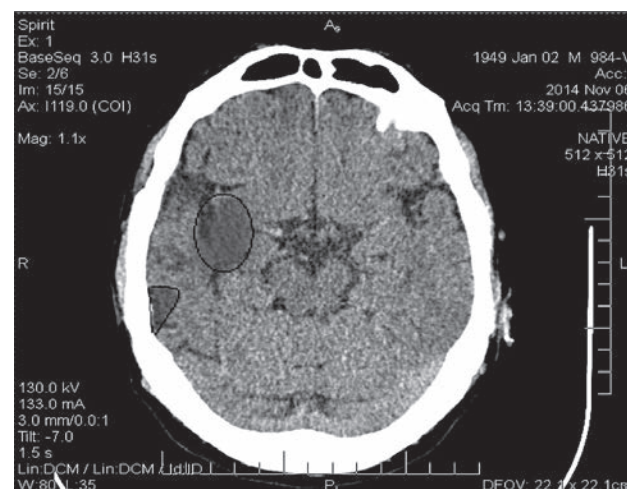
Компьютерная томограмма пациента с повторным МИПИ левой гемисферы подкорковой локализации
